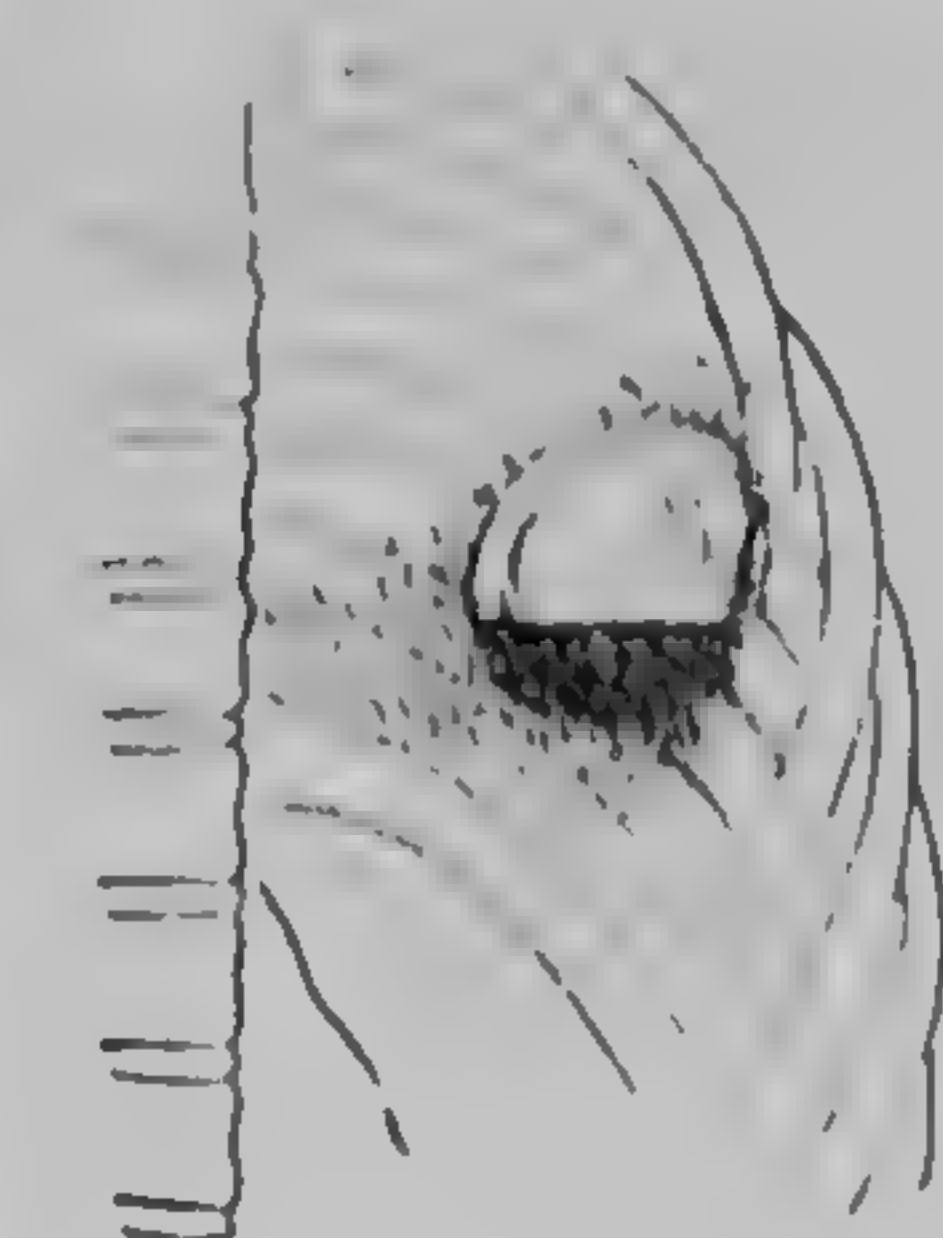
Abces al lobului superior stîng, în parte golit: imagine hidro-aerică (radiografie dr. Sanda Boiu)
